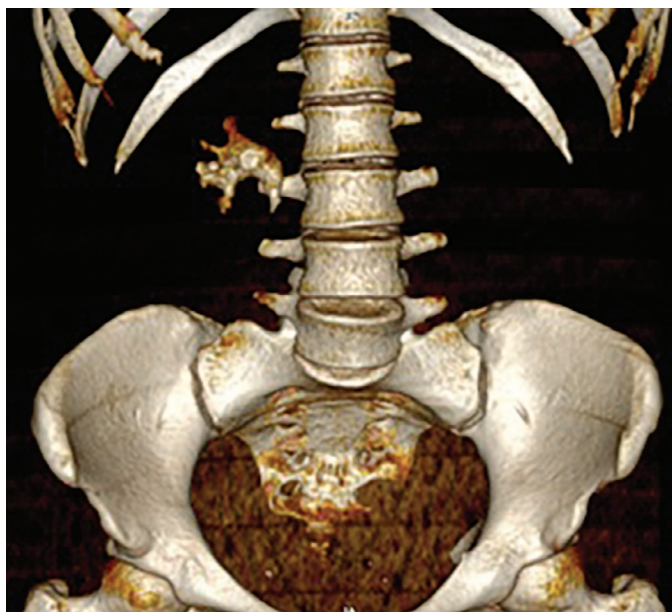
3d реконструкция нативной фазы МСКТ: коралловидный камень правой почки плотностью до 450 ед. НУ
